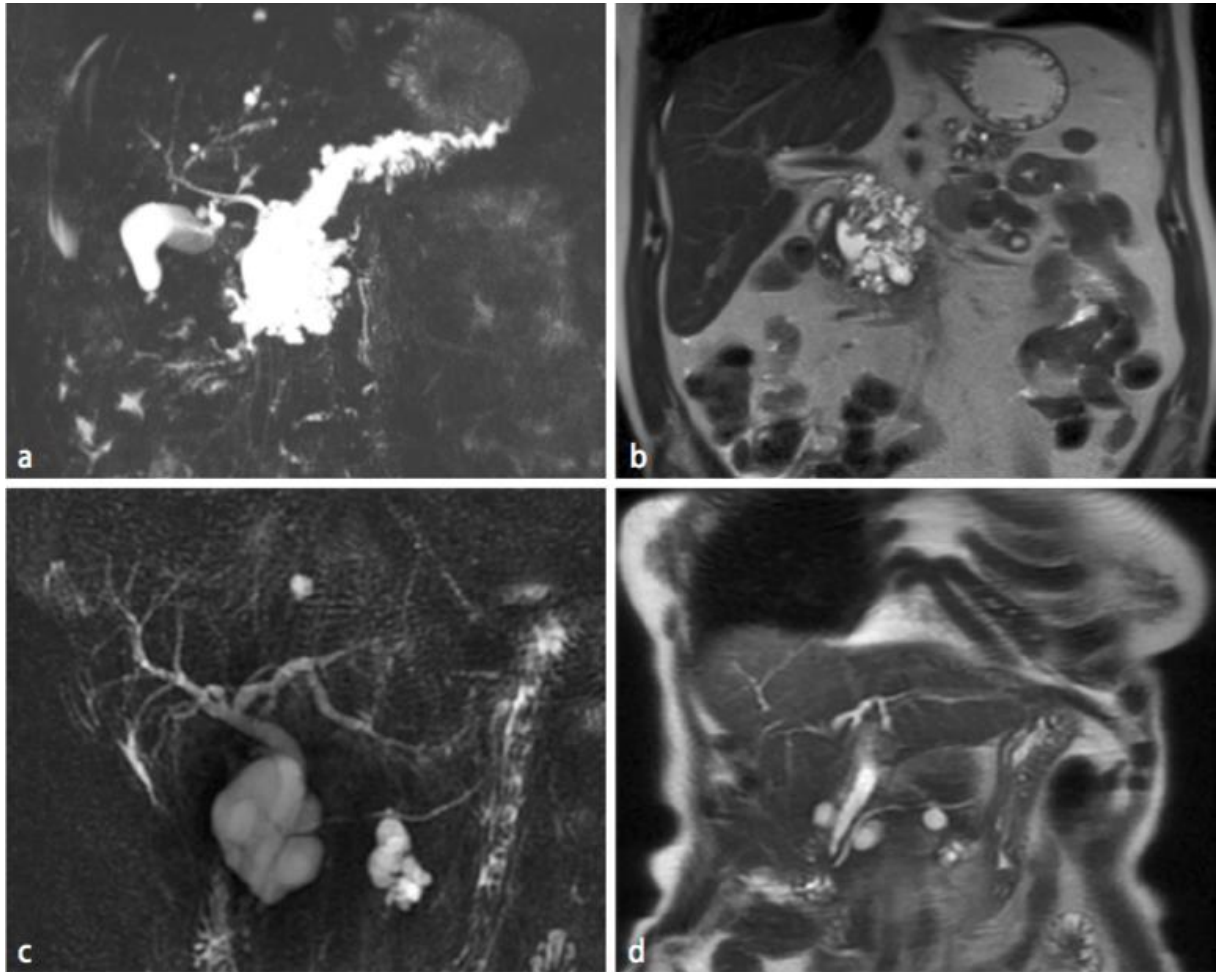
„Mischtyp- (a,b) und Seitengangs-IPMN (c,d). In der MRCP zeigen sich ein deutlich erweiterter Pankreasgang (a), in der T2-gewichteten MRT multiple Zysten im Kopfbereich (b). In c zeigen sich in der MRCP einzelne Zysten mit Anschluss an den Pankreasgang, ohne dass dieser erweitert erscheint. Das bestätigt sich in der MRT (d)“ (D’Haese et al., 2015).
